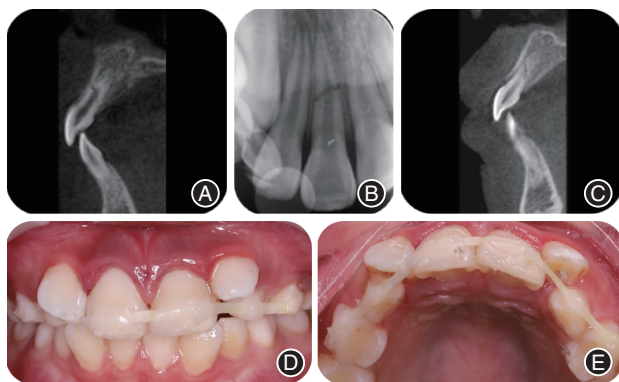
上颌中切牙多发性水平根折伴冠方移位患儿初诊时患牙X线片及固定后口内像 A:初诊时X线片显示11牙根发育至Nolla X期;B:初诊时X线片显示11、21根中1/3及根尖区可见多条横行放射状透射线;C:初诊时X线片显示21牙根发育至Nolla IX期;D:54-64树脂加强纤维带固定后唇侧口内像;E:54-64树脂加强纤维带固定后腭侧口内像。
